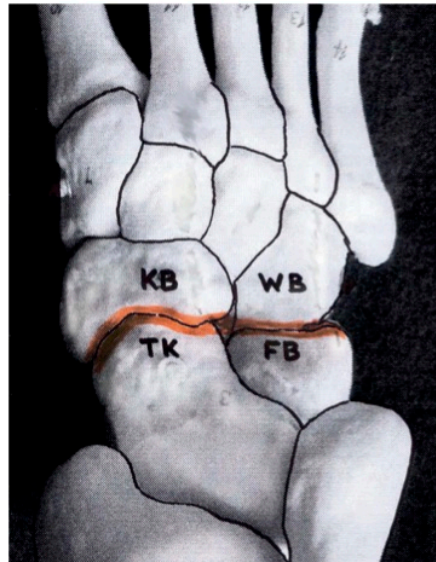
Chopart-Gelenklinie (KB = Kahnbein; WB = Würfelbein; TK = Talus-Kopf, FB = Fersenbein)
